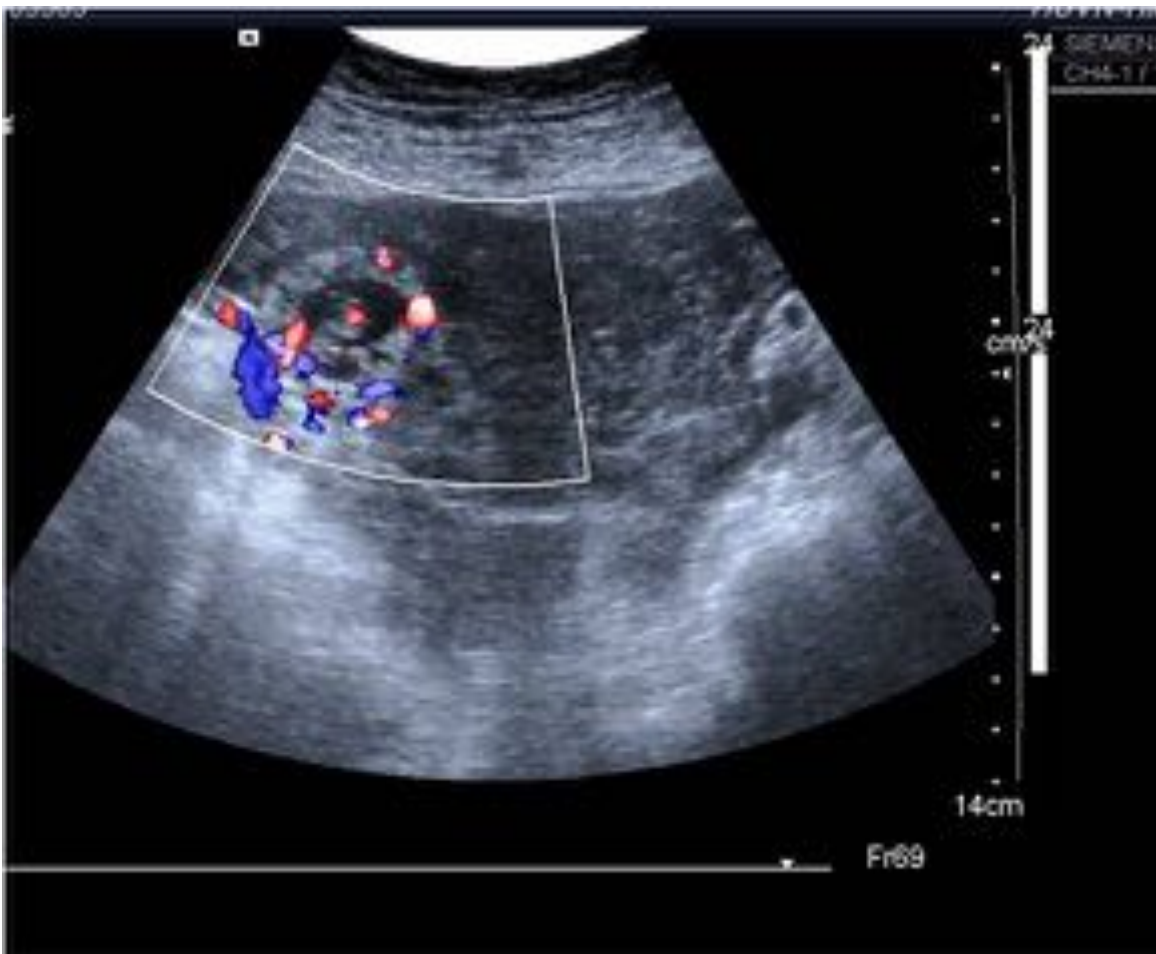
Ecografía: embarazo ectópico con embrión vivo en su interior , latido en la exploración doppler-color
